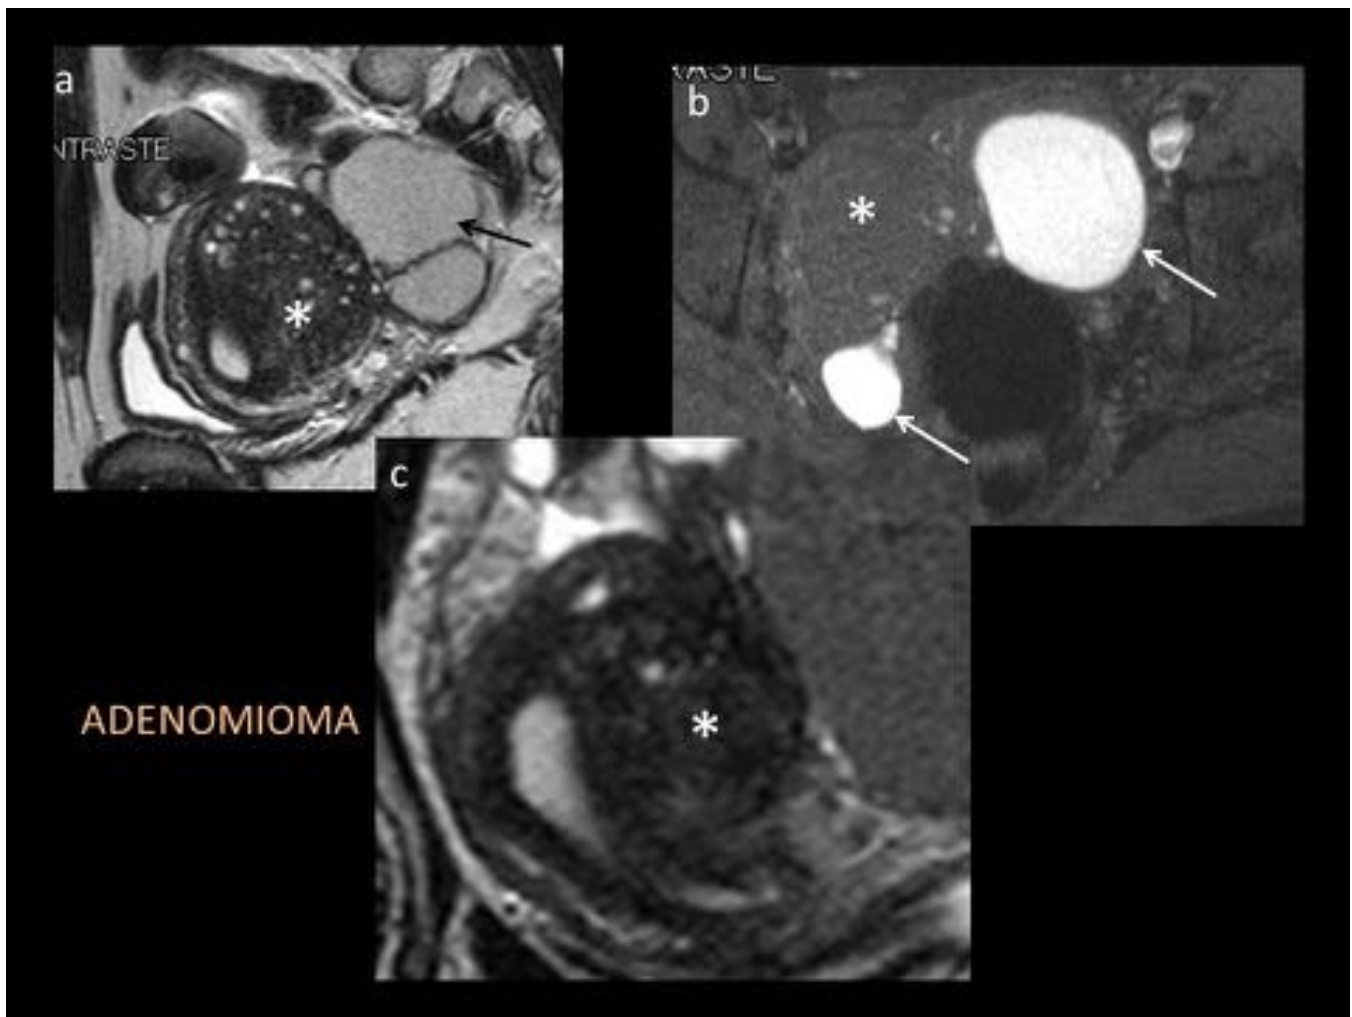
Mujer de 39 años, nuligesta, con endometriosis bilateral y útero descrito como normal en ETV. Se solicita RM para estudio de extensión de la endometriosis. Masa focal circunscrita (*), aunque de bordes no completamente definidos, hipointensa en T2 (a, sagital y c coronal) e hipointensa en T1 con saturación grasa (b), con múltiples microquistes y contigua respecto a la ZU, compatible con adenomioma. Coexiste con endometriomas bilaterales (flechas).
